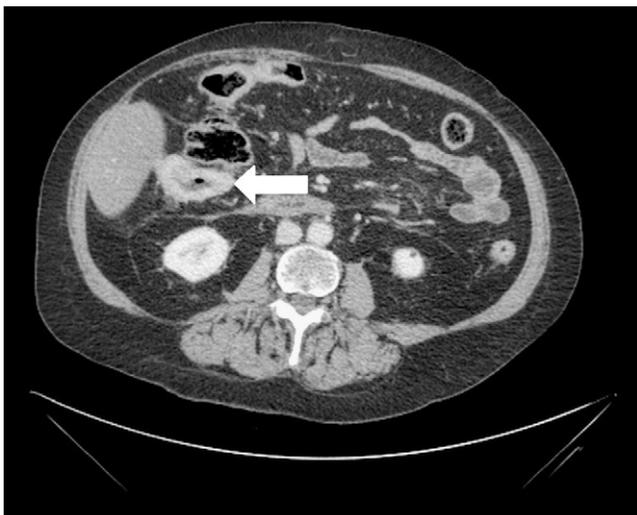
TAC abdominal: engrosamiento mural segmentario de ángulo hepático de colon.
